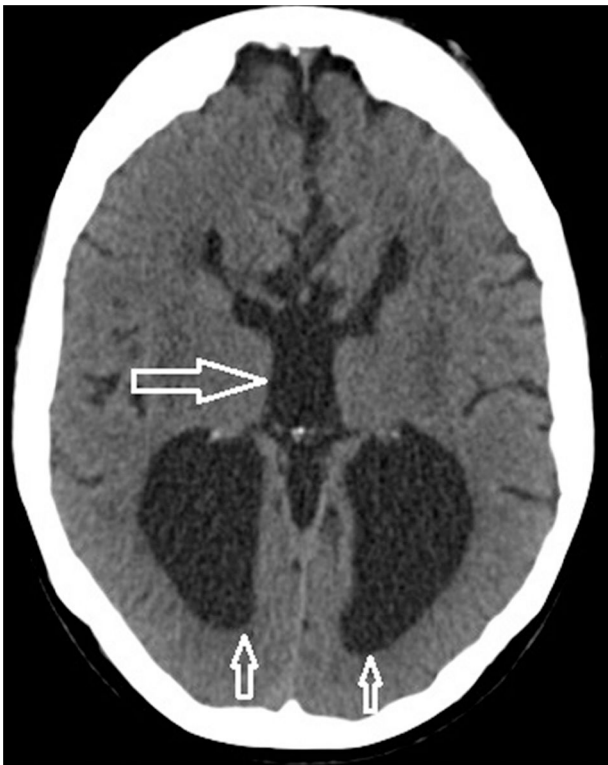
Neuroimagen de TC cerebral de la paciente compatible con diagnóstico de síndrome de Dandy-Walker, con la representativa dilatación de astas posteriores y tercer ventrículo.
